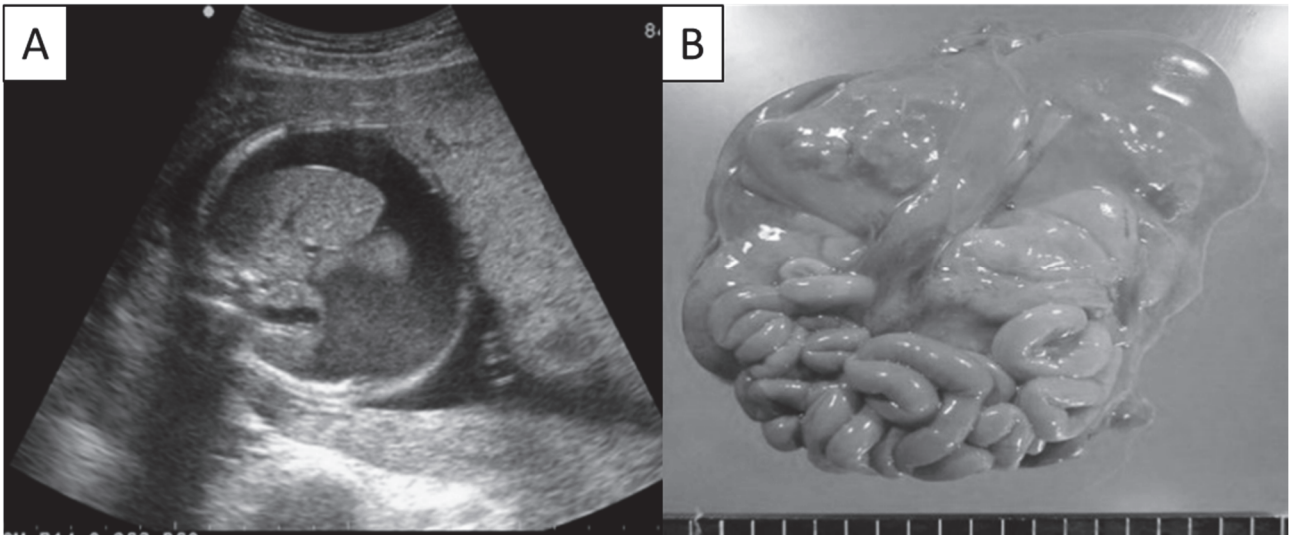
子宮内胎児死亡前の超音波検査所見と剖検時のマクロ所見
